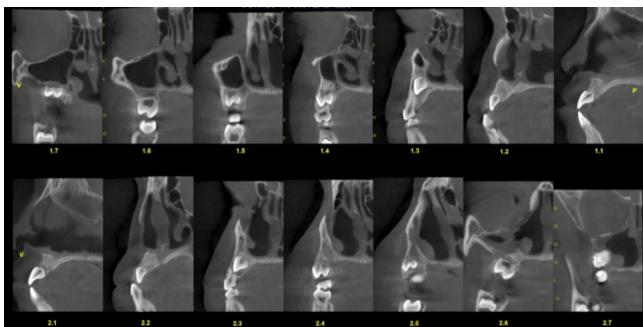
Tomografía computada de alta resolución. Cortes transversales de dientes superiores.
